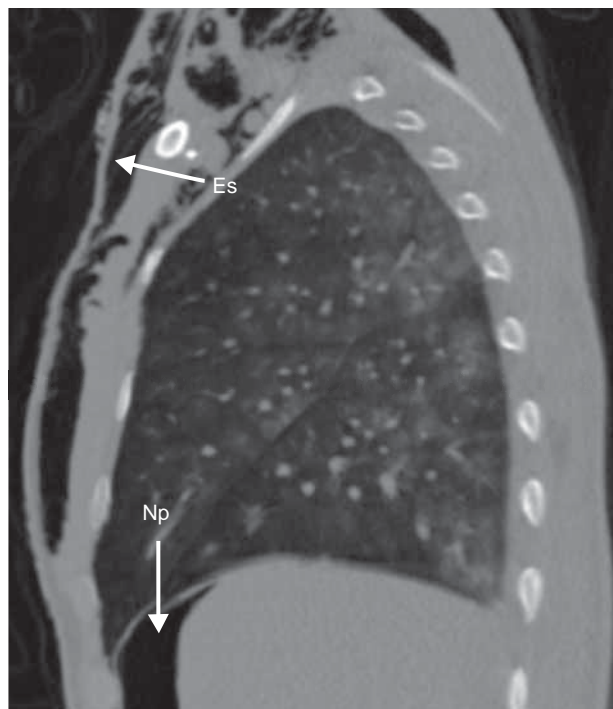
Tomografía de abdomen en un corte sagital donde se observan neumoperitoneo (Np) y enfisema subcutáneo (Es).
